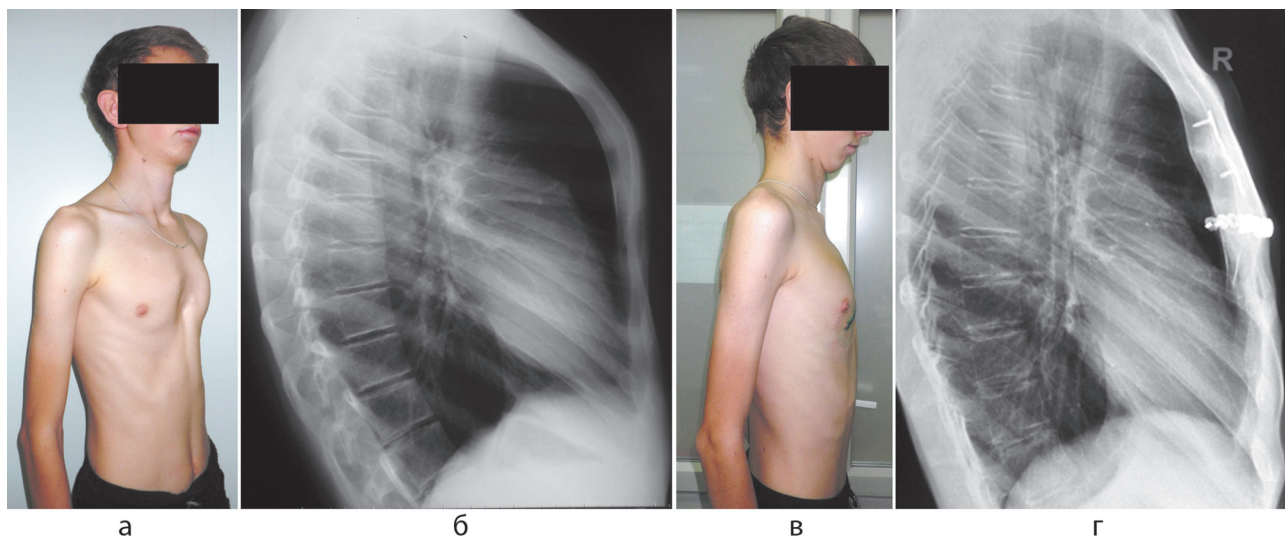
Пациент Я., 18 лет. Диагноз: синдром Куррарино-Сильвермана. Килевидная деформация грудной клетки. Манубрио-костальный тип. Асимметричная форма: а – фото до операции; б – рентгенограмма грудной клетки в боковой проекции до операции; в – фото после операции; г – рентгенограмма грудной клетки в боковой проекции через 1 год после операции
